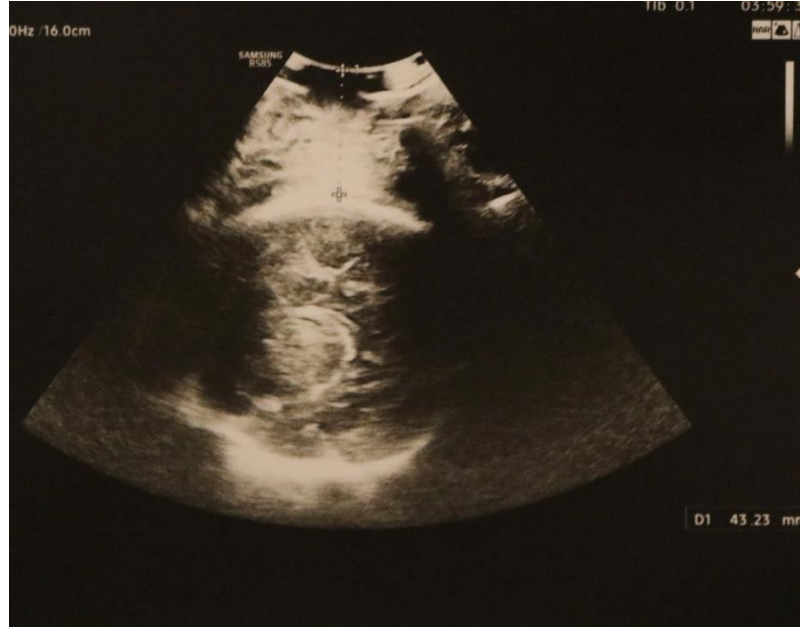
Dışbükey USG probu ile aksiyel kesitte TPU muayenesi. (SBÜ Kanuni Eğitim ve Araştırma hastanesi Kadın Hastalıkları ve Doğum A.D)
